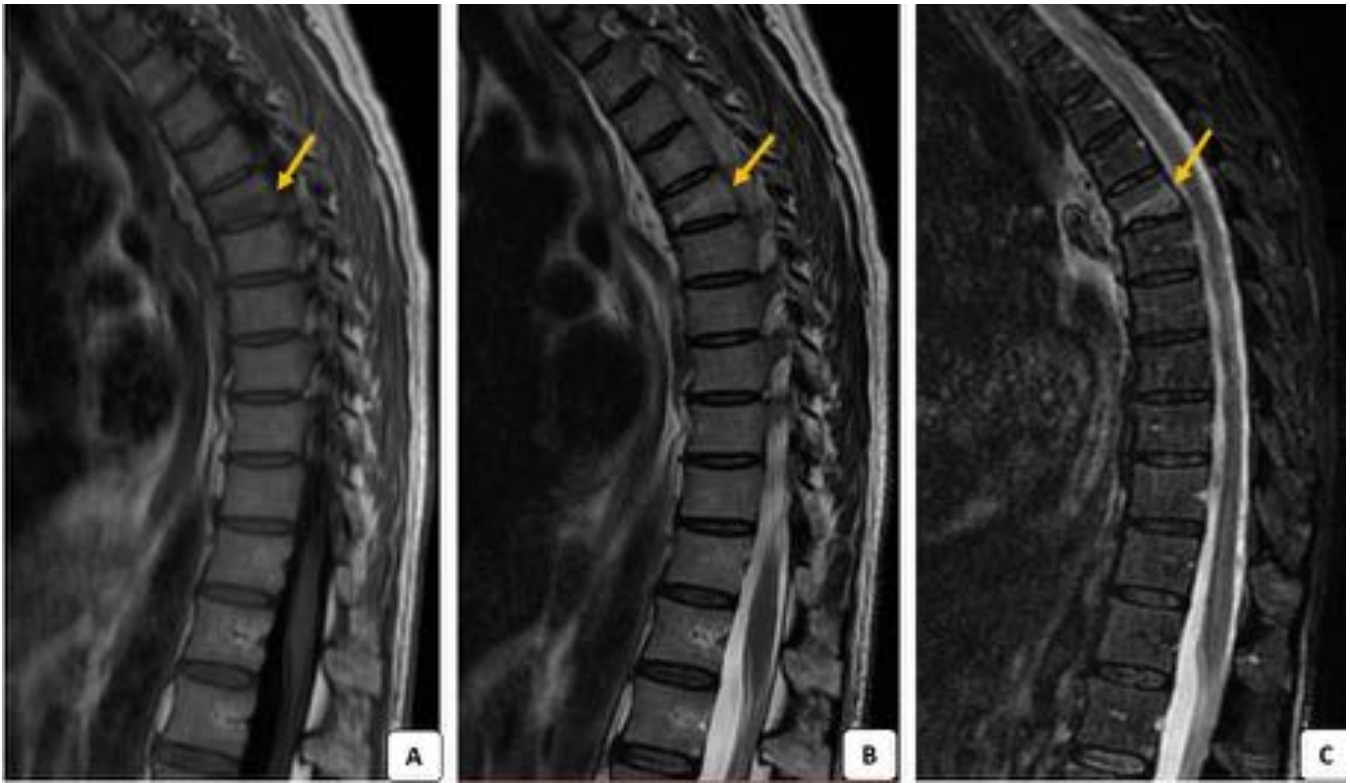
RM sagital de columna dorsal potenciada en T1 (A), T2 (B), STIR (C). Fractura por compresión del cuerpo vertebral de D5. Edema en plataforma inferior de D5 (hiperintenso en secuencia STIR), con imagen lineal hiperintensa en secuencia potenciada en T2 e hipointensa en secuencia potenciada en T1 correspondiente a trazo de fractura (flechas).
